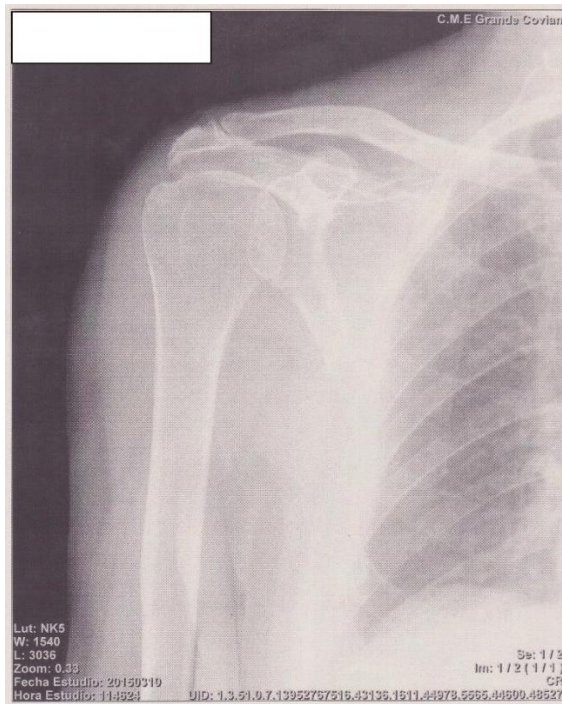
Radiografías 2015.
